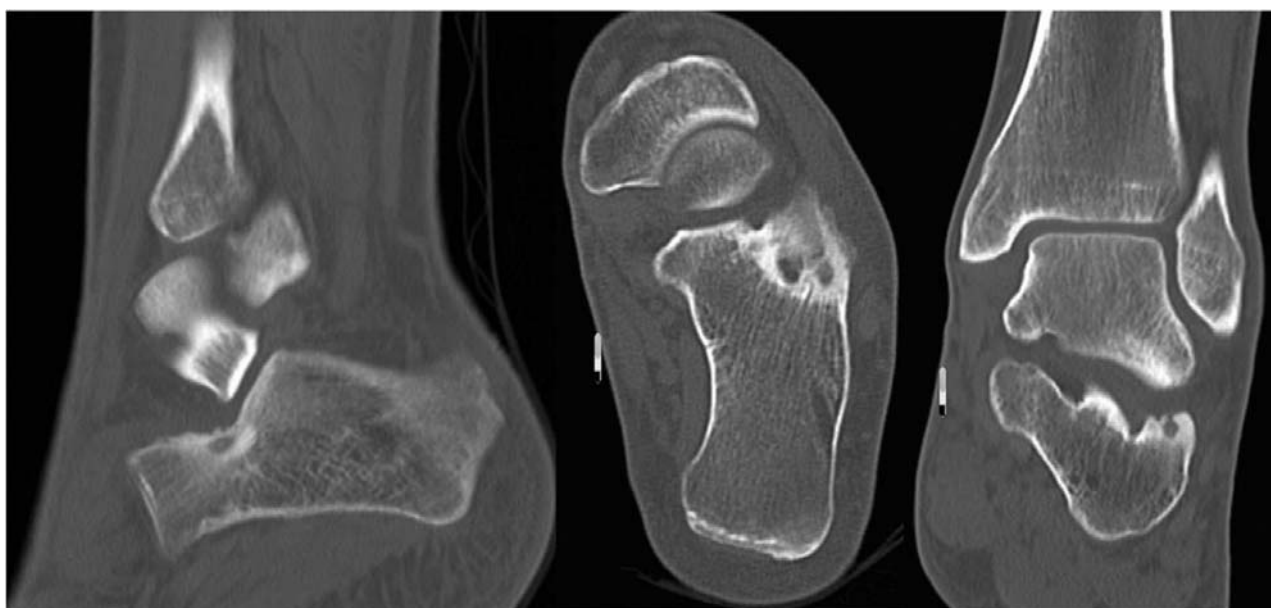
Cortes sagital e coronal de TC mostrando osteoma osteóide no calcâneo.
